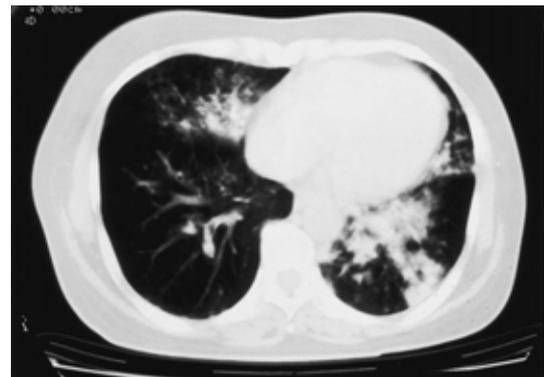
Chest CT films on admission, showing high-density areas in both lung fields.
